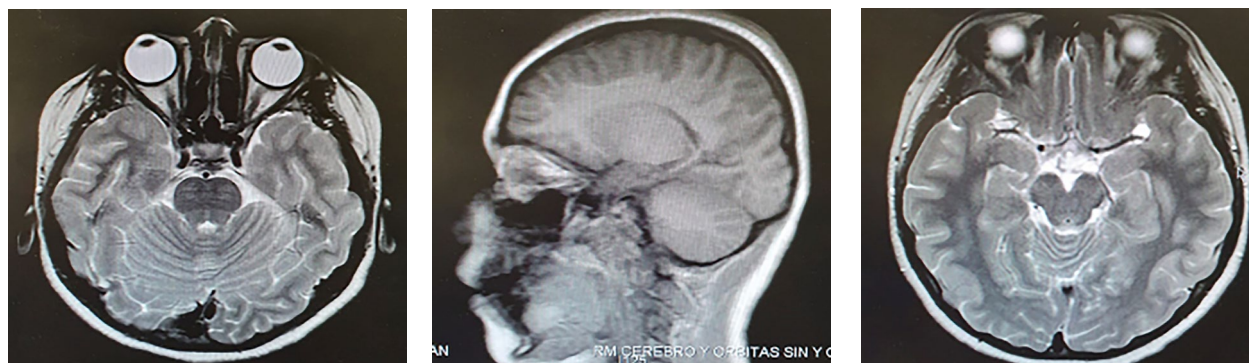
Resonancia magnética de cerebro y órbita con cortes finos, axiales y coronales sin particularidades.
